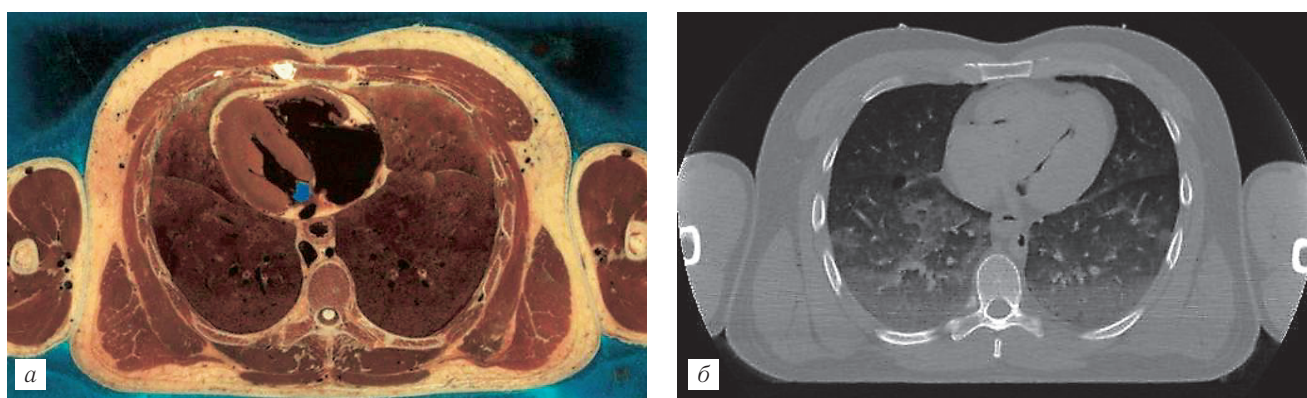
Трупные гипостазы. Анатомический препарат (*а*) и КТ-изображение (*б*) [18].
